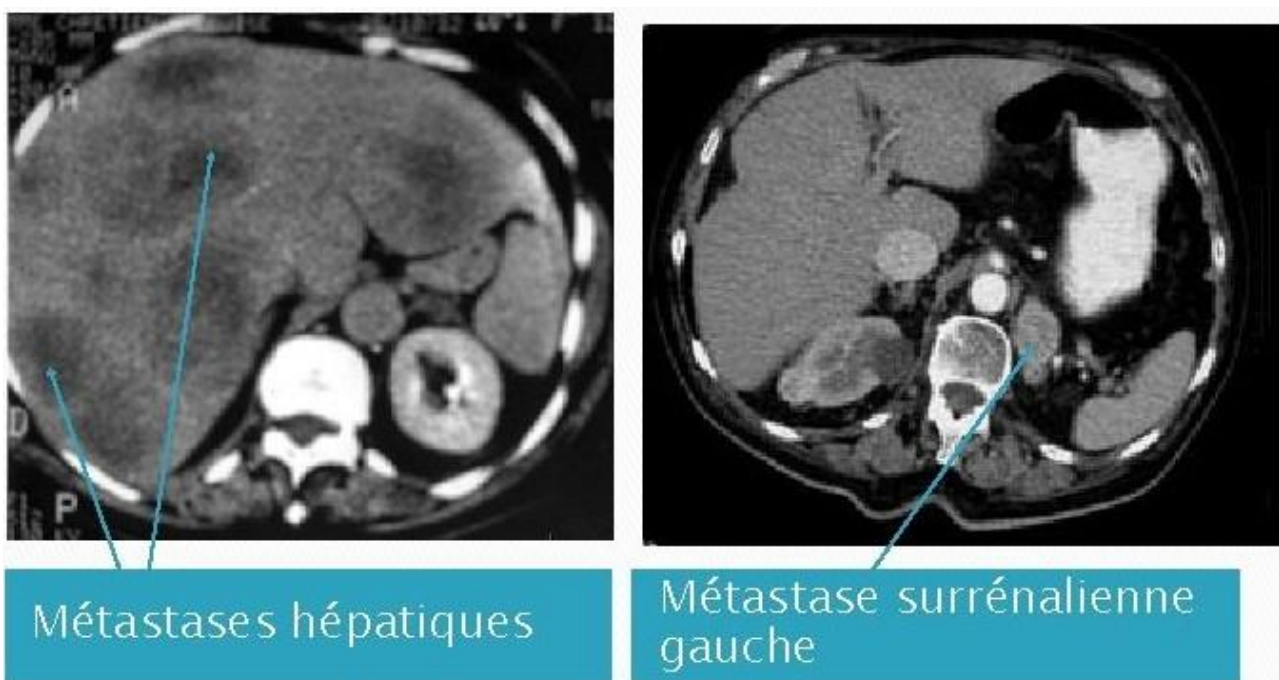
TDM abdominale montrant des métastases hépatiques et surrénaliennes
